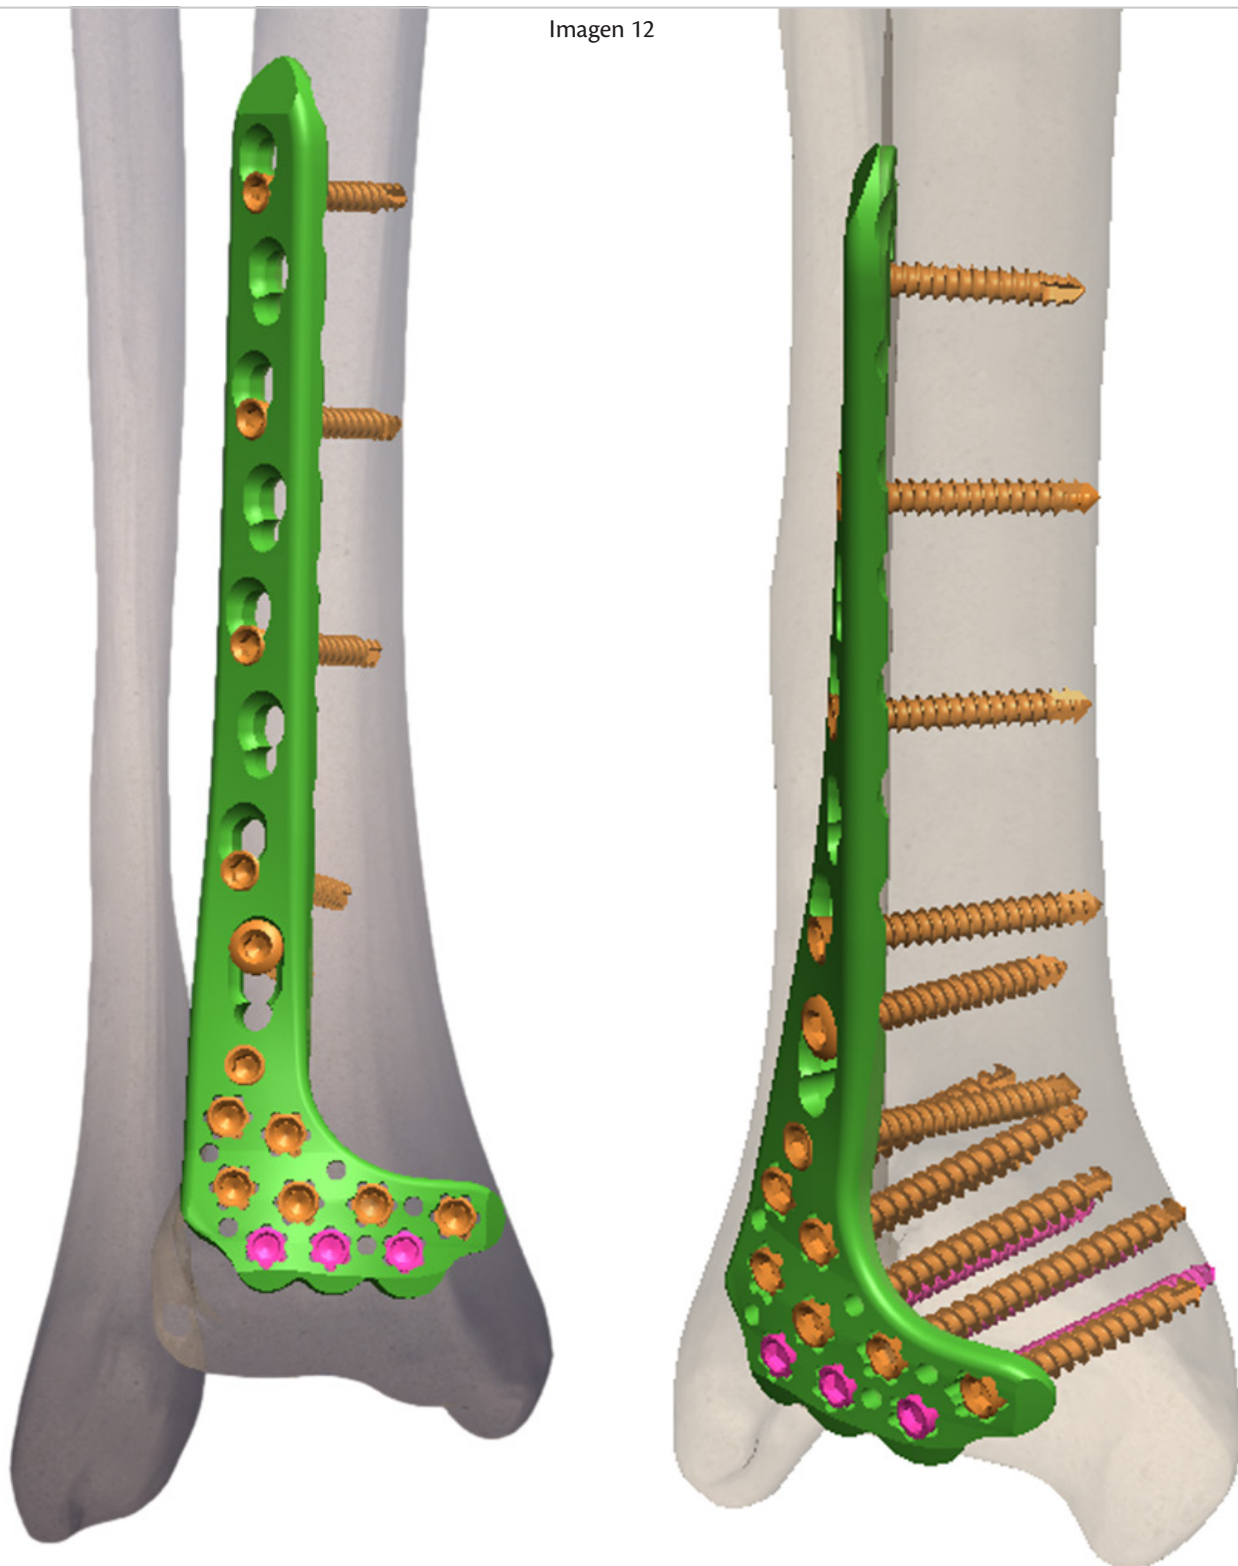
Imagen final que muestra la placa para tibia distal anterolateral colocada con sus respectivos tornillos en posición. Las radiografías confirman que los tornillos están bien orientados y que la placa se ajusta correctamente al hueso. (Ver imagen 12).
